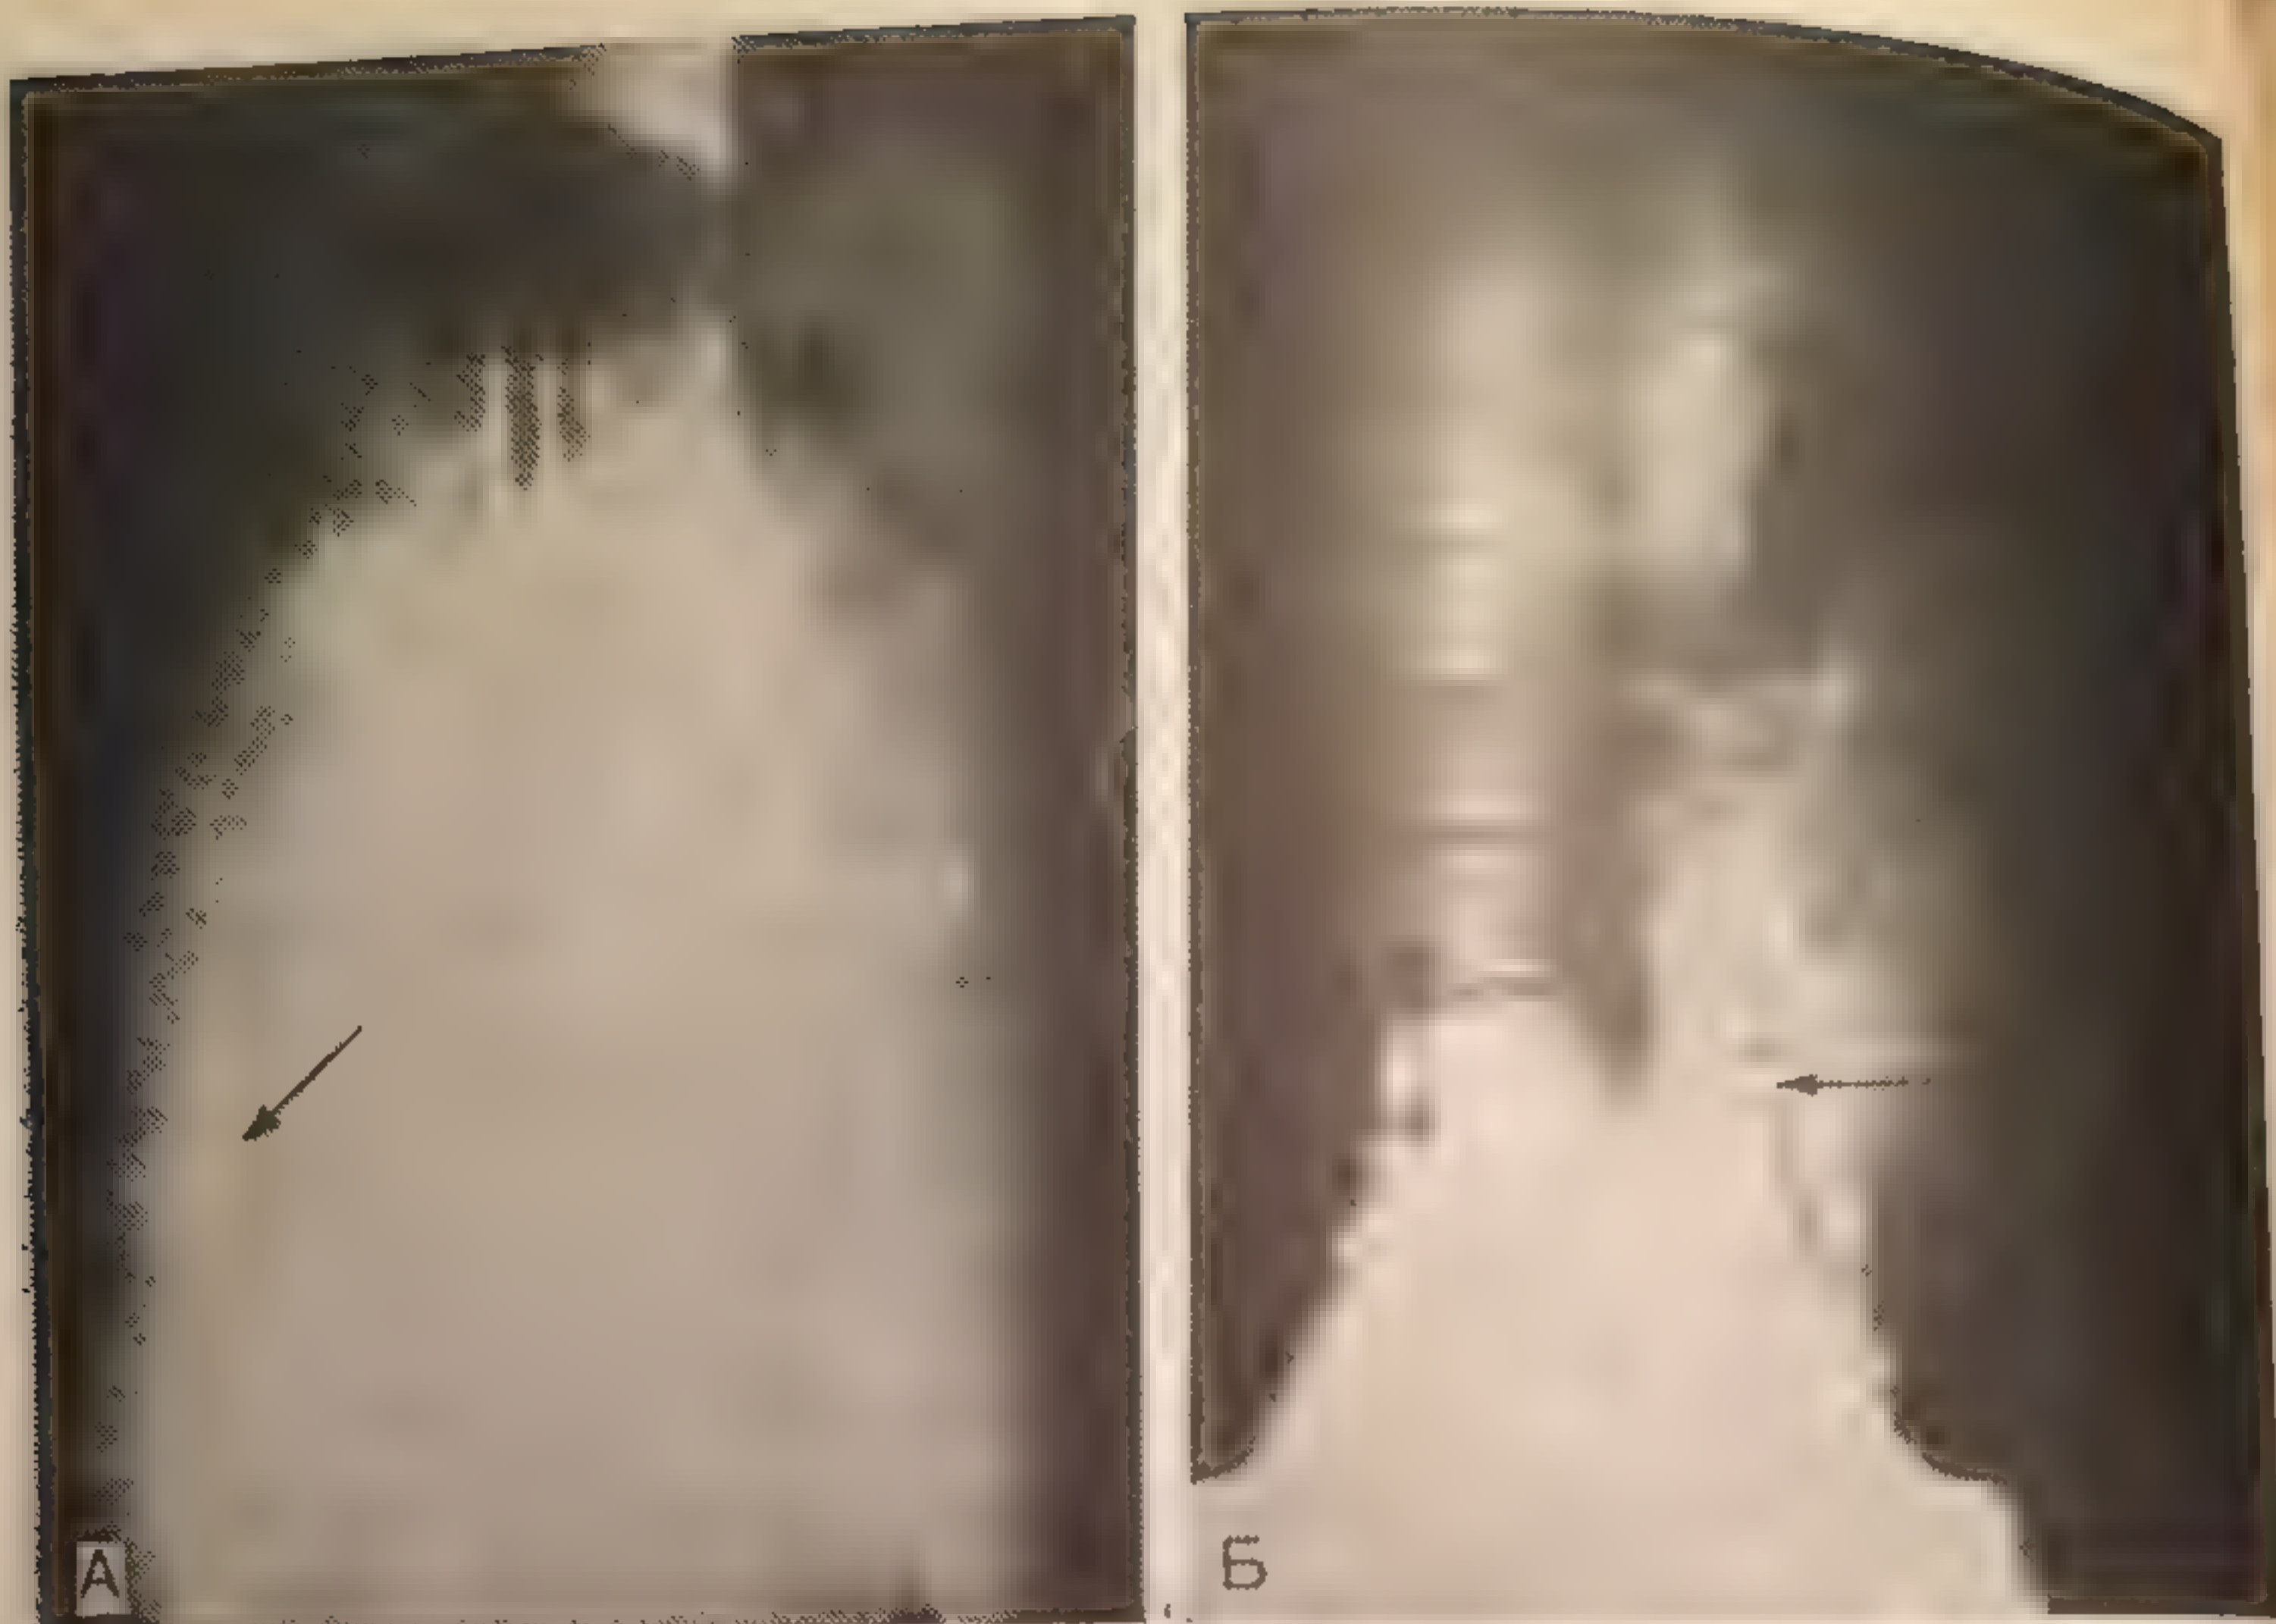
Рентгенограммы брюшной полости женщины с огнестрельным ранением живота в III триместре беременности: пуля лежит на позвоночнике плода (стрелка). А — переднезадняя проекция; Б — боковая проекция.
